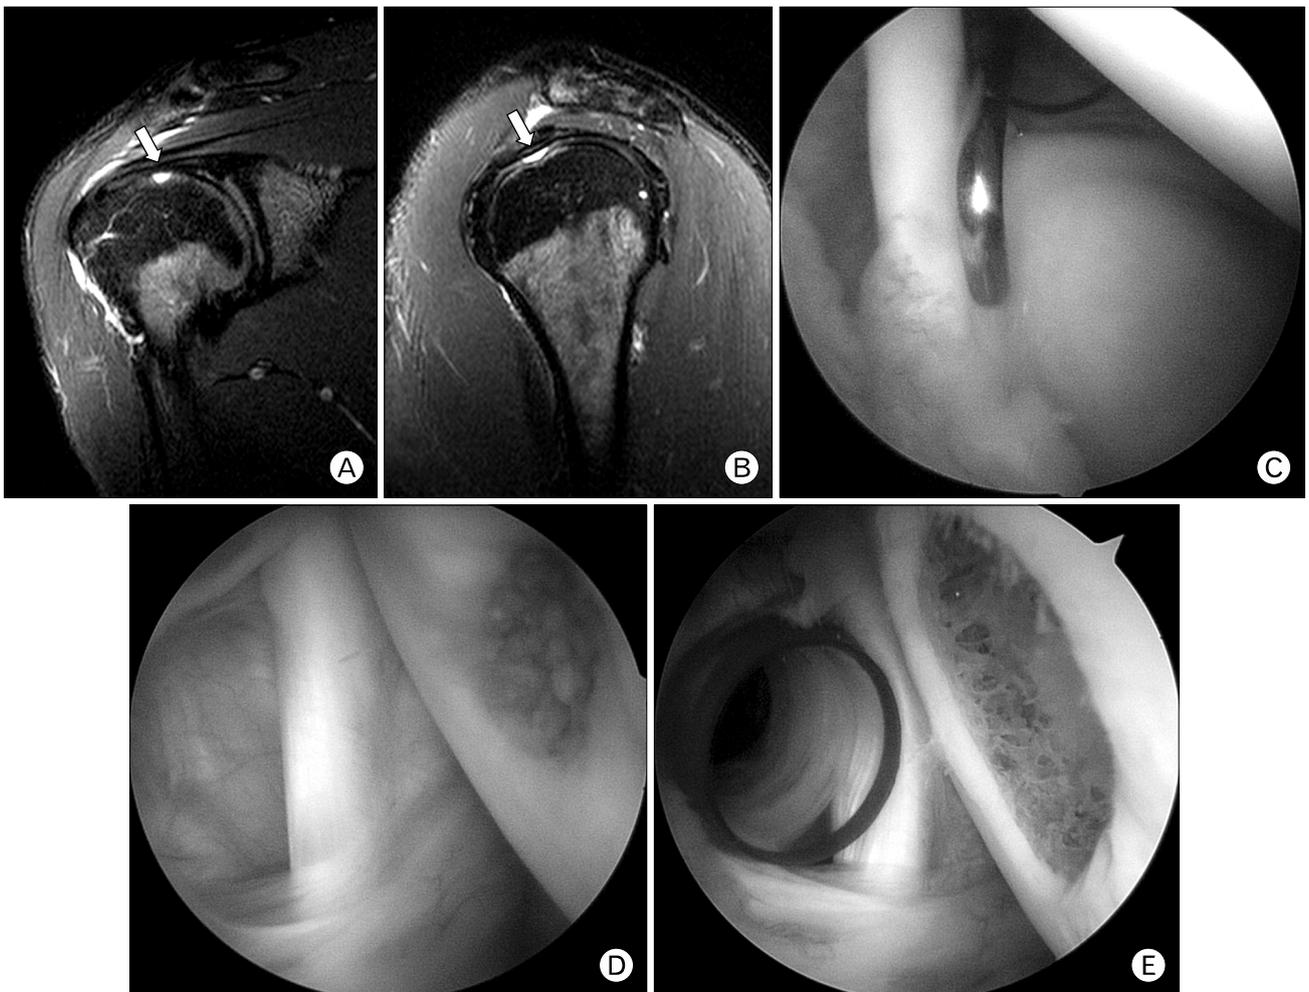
(A, B) Magnetic resonance images show a focal chondral defect on the superior aspect of humeral head with high signal intensity on T2-weighted images (white arrow). (C) Arthroscopic findings show posterosuperior labral fraying. (D) Arthroscopic finding shows osteochondral lesion of humeral head. (E) Arthroscopic debridement is performed.
